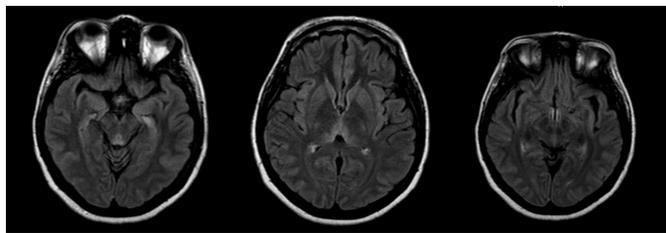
Corte axial de RNM de crânio em sequência FLAIR
